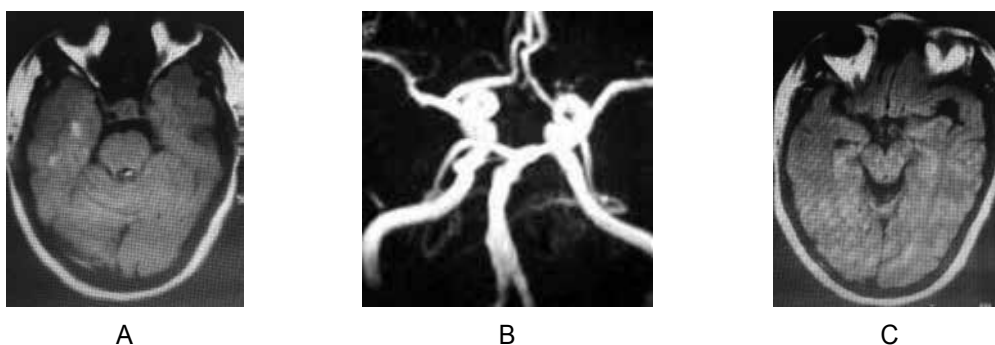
38-year-old female with a history of migraine with vision aura and smoking, who experienced throbbing headache, blurred vision, dumbness of left arm and leg during a migraine attack. MRI Flair image (A) showed two small ischemic lesions in the right temporal region (arrows). With the analgesic and antiplatelet therapy, the headache was ceased and neurological status normalized without focal symptoms. Follow-up MR-angiography (B) and head MRI (C) performed 3 weeks later was normal. The patient was included in the control for secondary prevention of strokes.
